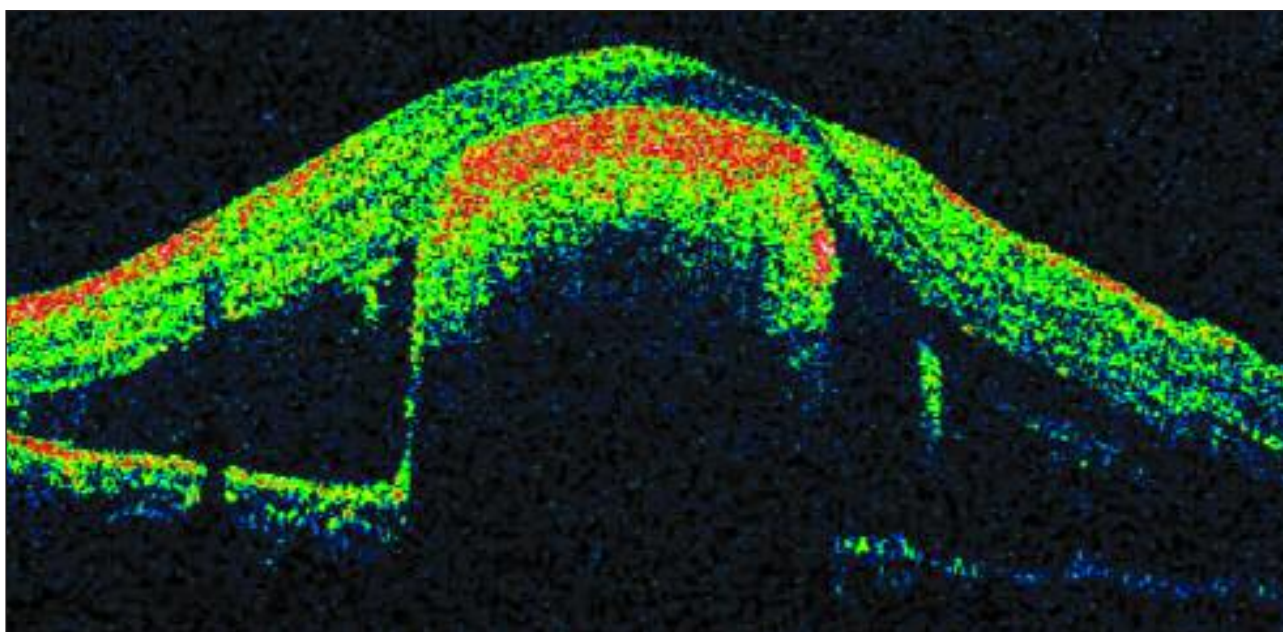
Tomografia de coerência óptica do caso clínico
